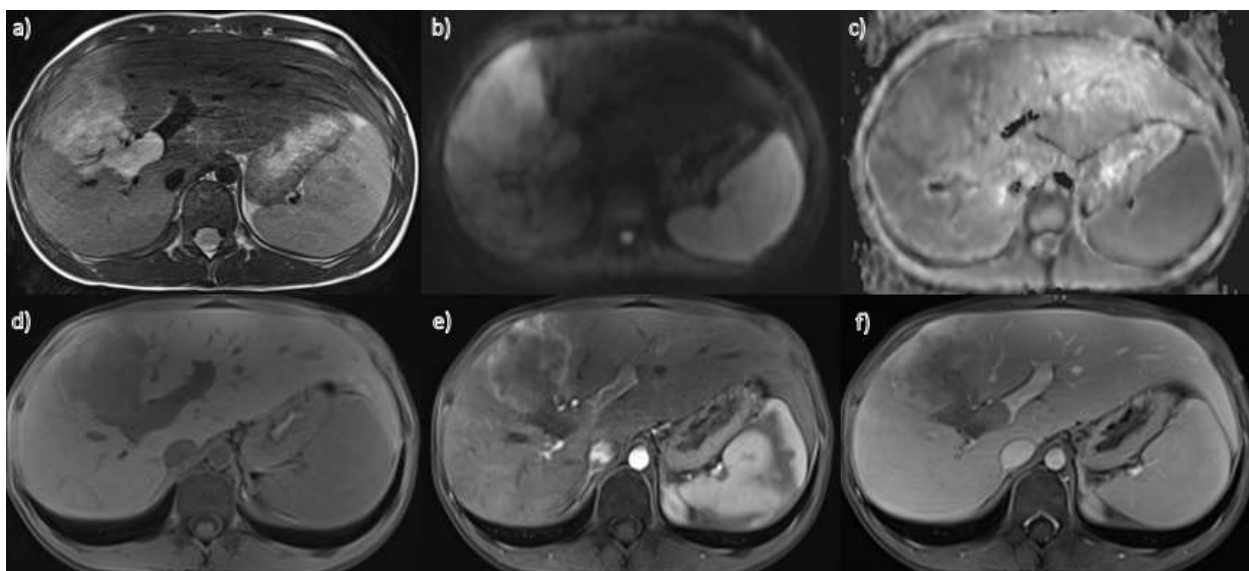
Пациент, 13 лет, гепатоцеллюлярный рак. МРТ в аксиальной проекции с динамическим контрастным усилением: а) T2ВИ; б) ДВИ с фактором взвешенности 800; в) ИКД-карта; д) T1vibe до введения контрастного препарата; е) T1vibe артериальная фаза; ф) T1vibe венозная фаза. В S5, S6 правой доли печени визуализируется гиперинтенсивное на T2ВИ образование. На ДВИ с фактором взвешенности 800 отмечается гиперинтенсивный сигнал. На ИКД карте образование изоинтенсивно паренхиме печени. На T1ВИ очаг имеет гипоинтенсивный сигнал. При динамическом контрастном усилении опухоль интенсивно накапливает контрастный препарат в артериальную и венозную фазы. В артериальную фазу хорошо видна капсула опухоли. Также визуализируются опухолевые массы в просвете правой ветви воротной вены.
